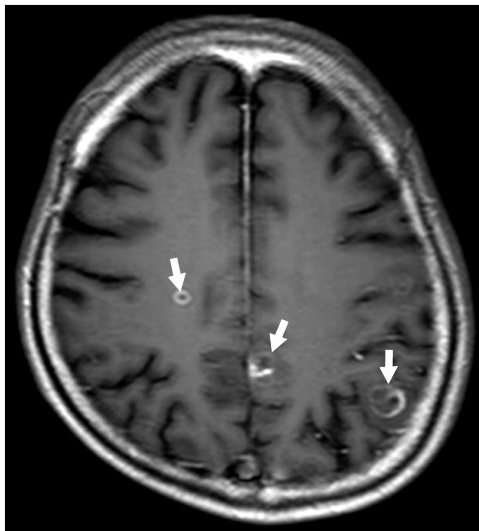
Brain MRI shows diffusion restricted within the lesions (arrows), which is suggestive of abscess.
